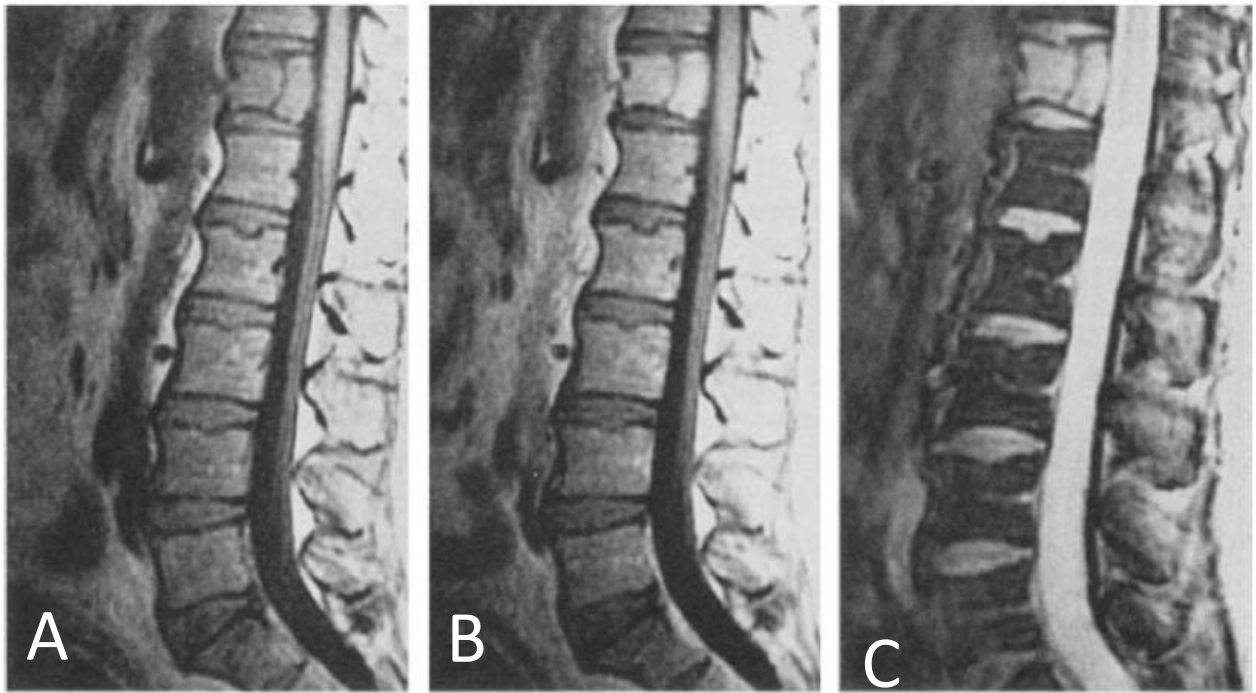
IRM montrant un plasmocytome solitaire de D12.
